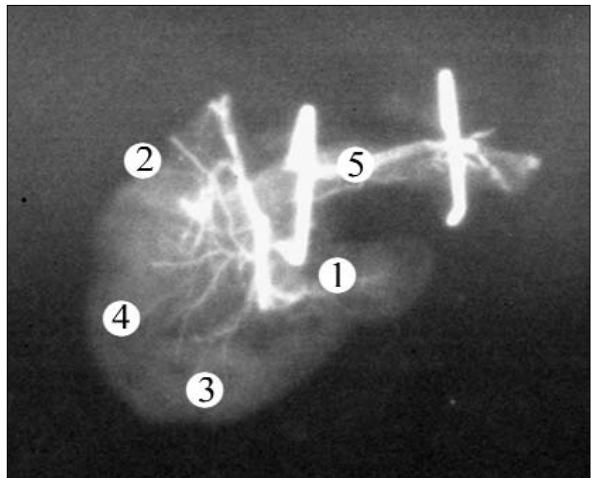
Панкреатодуоденальний органокомплекс 7-місячного плода – 310,0 мм тім'яно-п'яткової довжини (артеріальні судини заповнені ін'єкційною сумішшю на основі свинцевого суріка). Фоторентгенограма. Зб. 1,8^x: 1 – перша гілка верхньої брижової артерії; 2 – верхня підшлунково-дванадцятипалкоишкова артерія; 3 – гілки верхньої брижової артерії; 4 – дванадцятипала кишка; 5 – підшлункова залоза.
